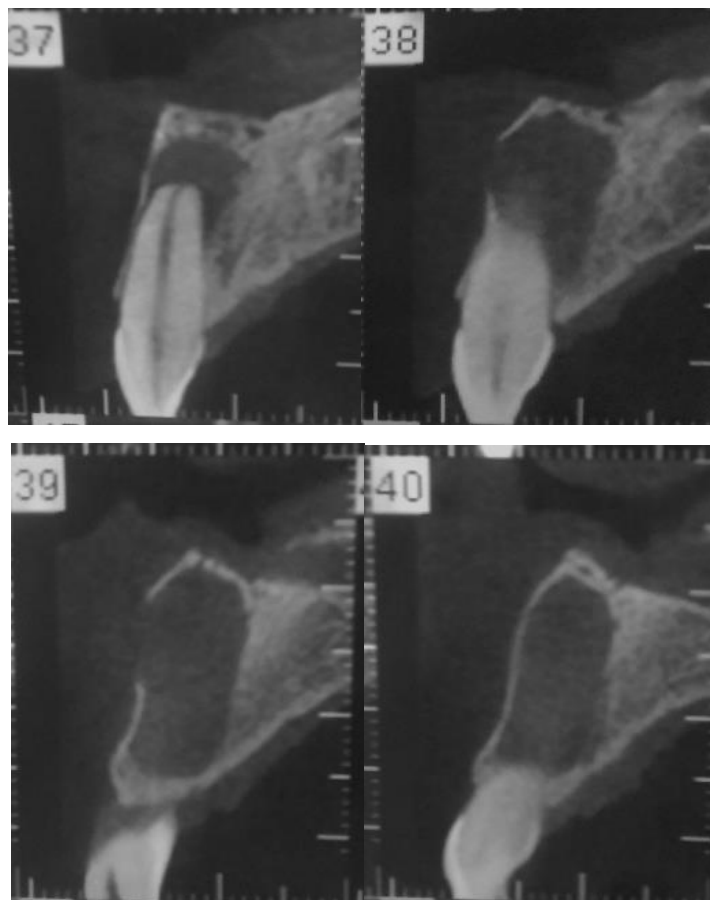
Tomografia computadorizada de feixe cônico- seções sagitais dente 21.
